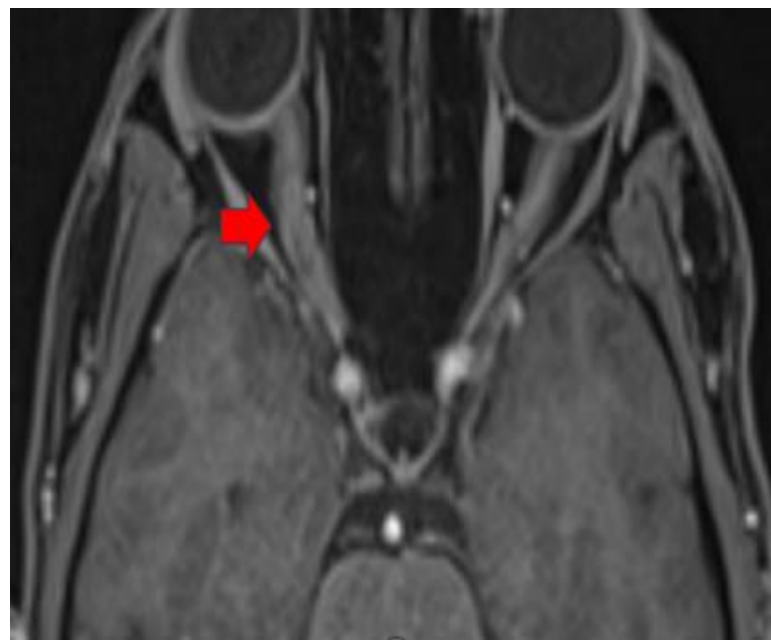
IRM cérébrale, coupe axiale centré sur le nerf optique, séquence T1 avec injection de gadolinium, objectivant une anomalie de signal avec un épaississement du nerf optique droit dans son segment intra-orbitaire (Flèche), chez un patient atteint de MOGAD.
